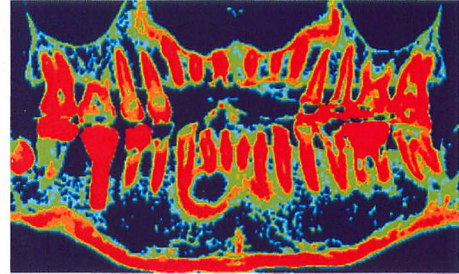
右側は主に咀嚼機能の回復によって骨が活性化したと考えられるが、左側もよく見ると顎骨が活性化しているように見え、骨粗鬆症のサプリメントの効果をCTから感じる。
